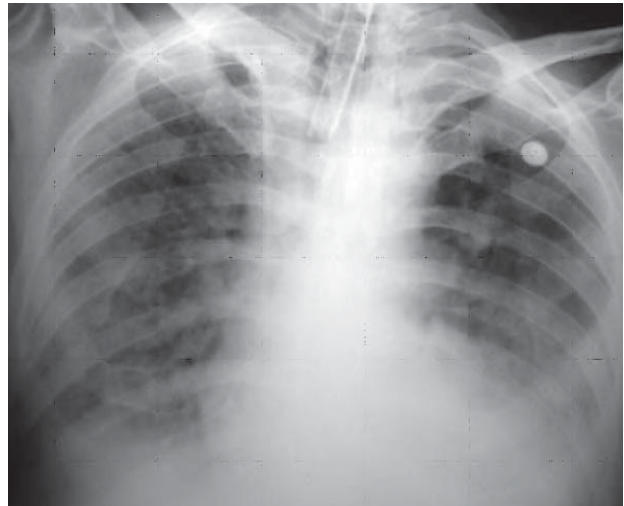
/14b. Radiografía de tórax. Al cabo de 7 días de asistencia respiratoria mecánica, el paciente persiste con severa hipoxemia.
